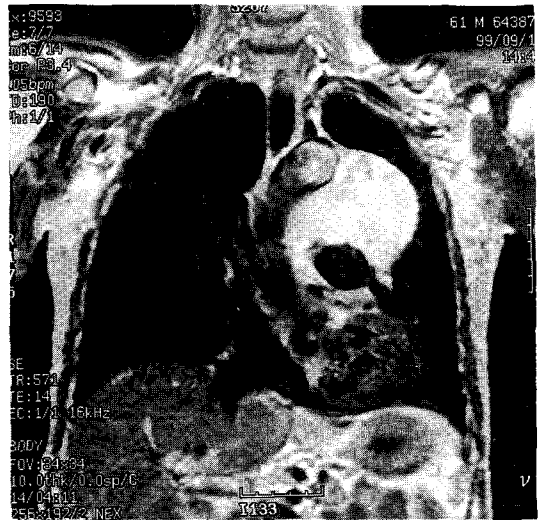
Finding of chest MRI. Large solid anterior mediastinal mass of locally invasive feature was noticed. It was associated with focal parenchymal consolidations at left upper lung. The mass showed extension to and contact with ascending aorta, left lung margin, left anterior chest wall and aorticopulmonary window. Small amount of pleural effusion was found at dependent side of the ipsilateral thorax.
